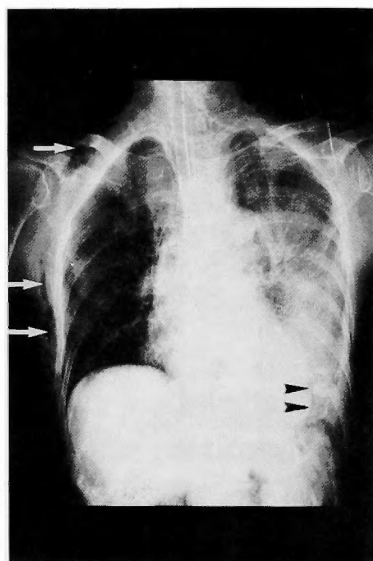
Chest X-ray shows subcutaneous emphysema (arrows) and mediastinal emphysema (arrowheads).
